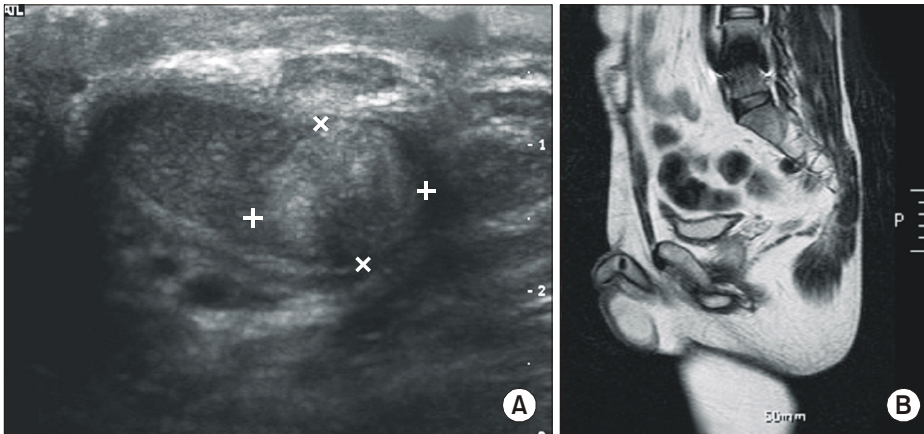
(A) Ultrasonography shows a heterogenous echogenic mass. (B) On MRI, a T2 and T1 low intensity signal nodule is noted on the left corpus cavernosum. This lesion is not definitely enhanced on the post-contrast film.
